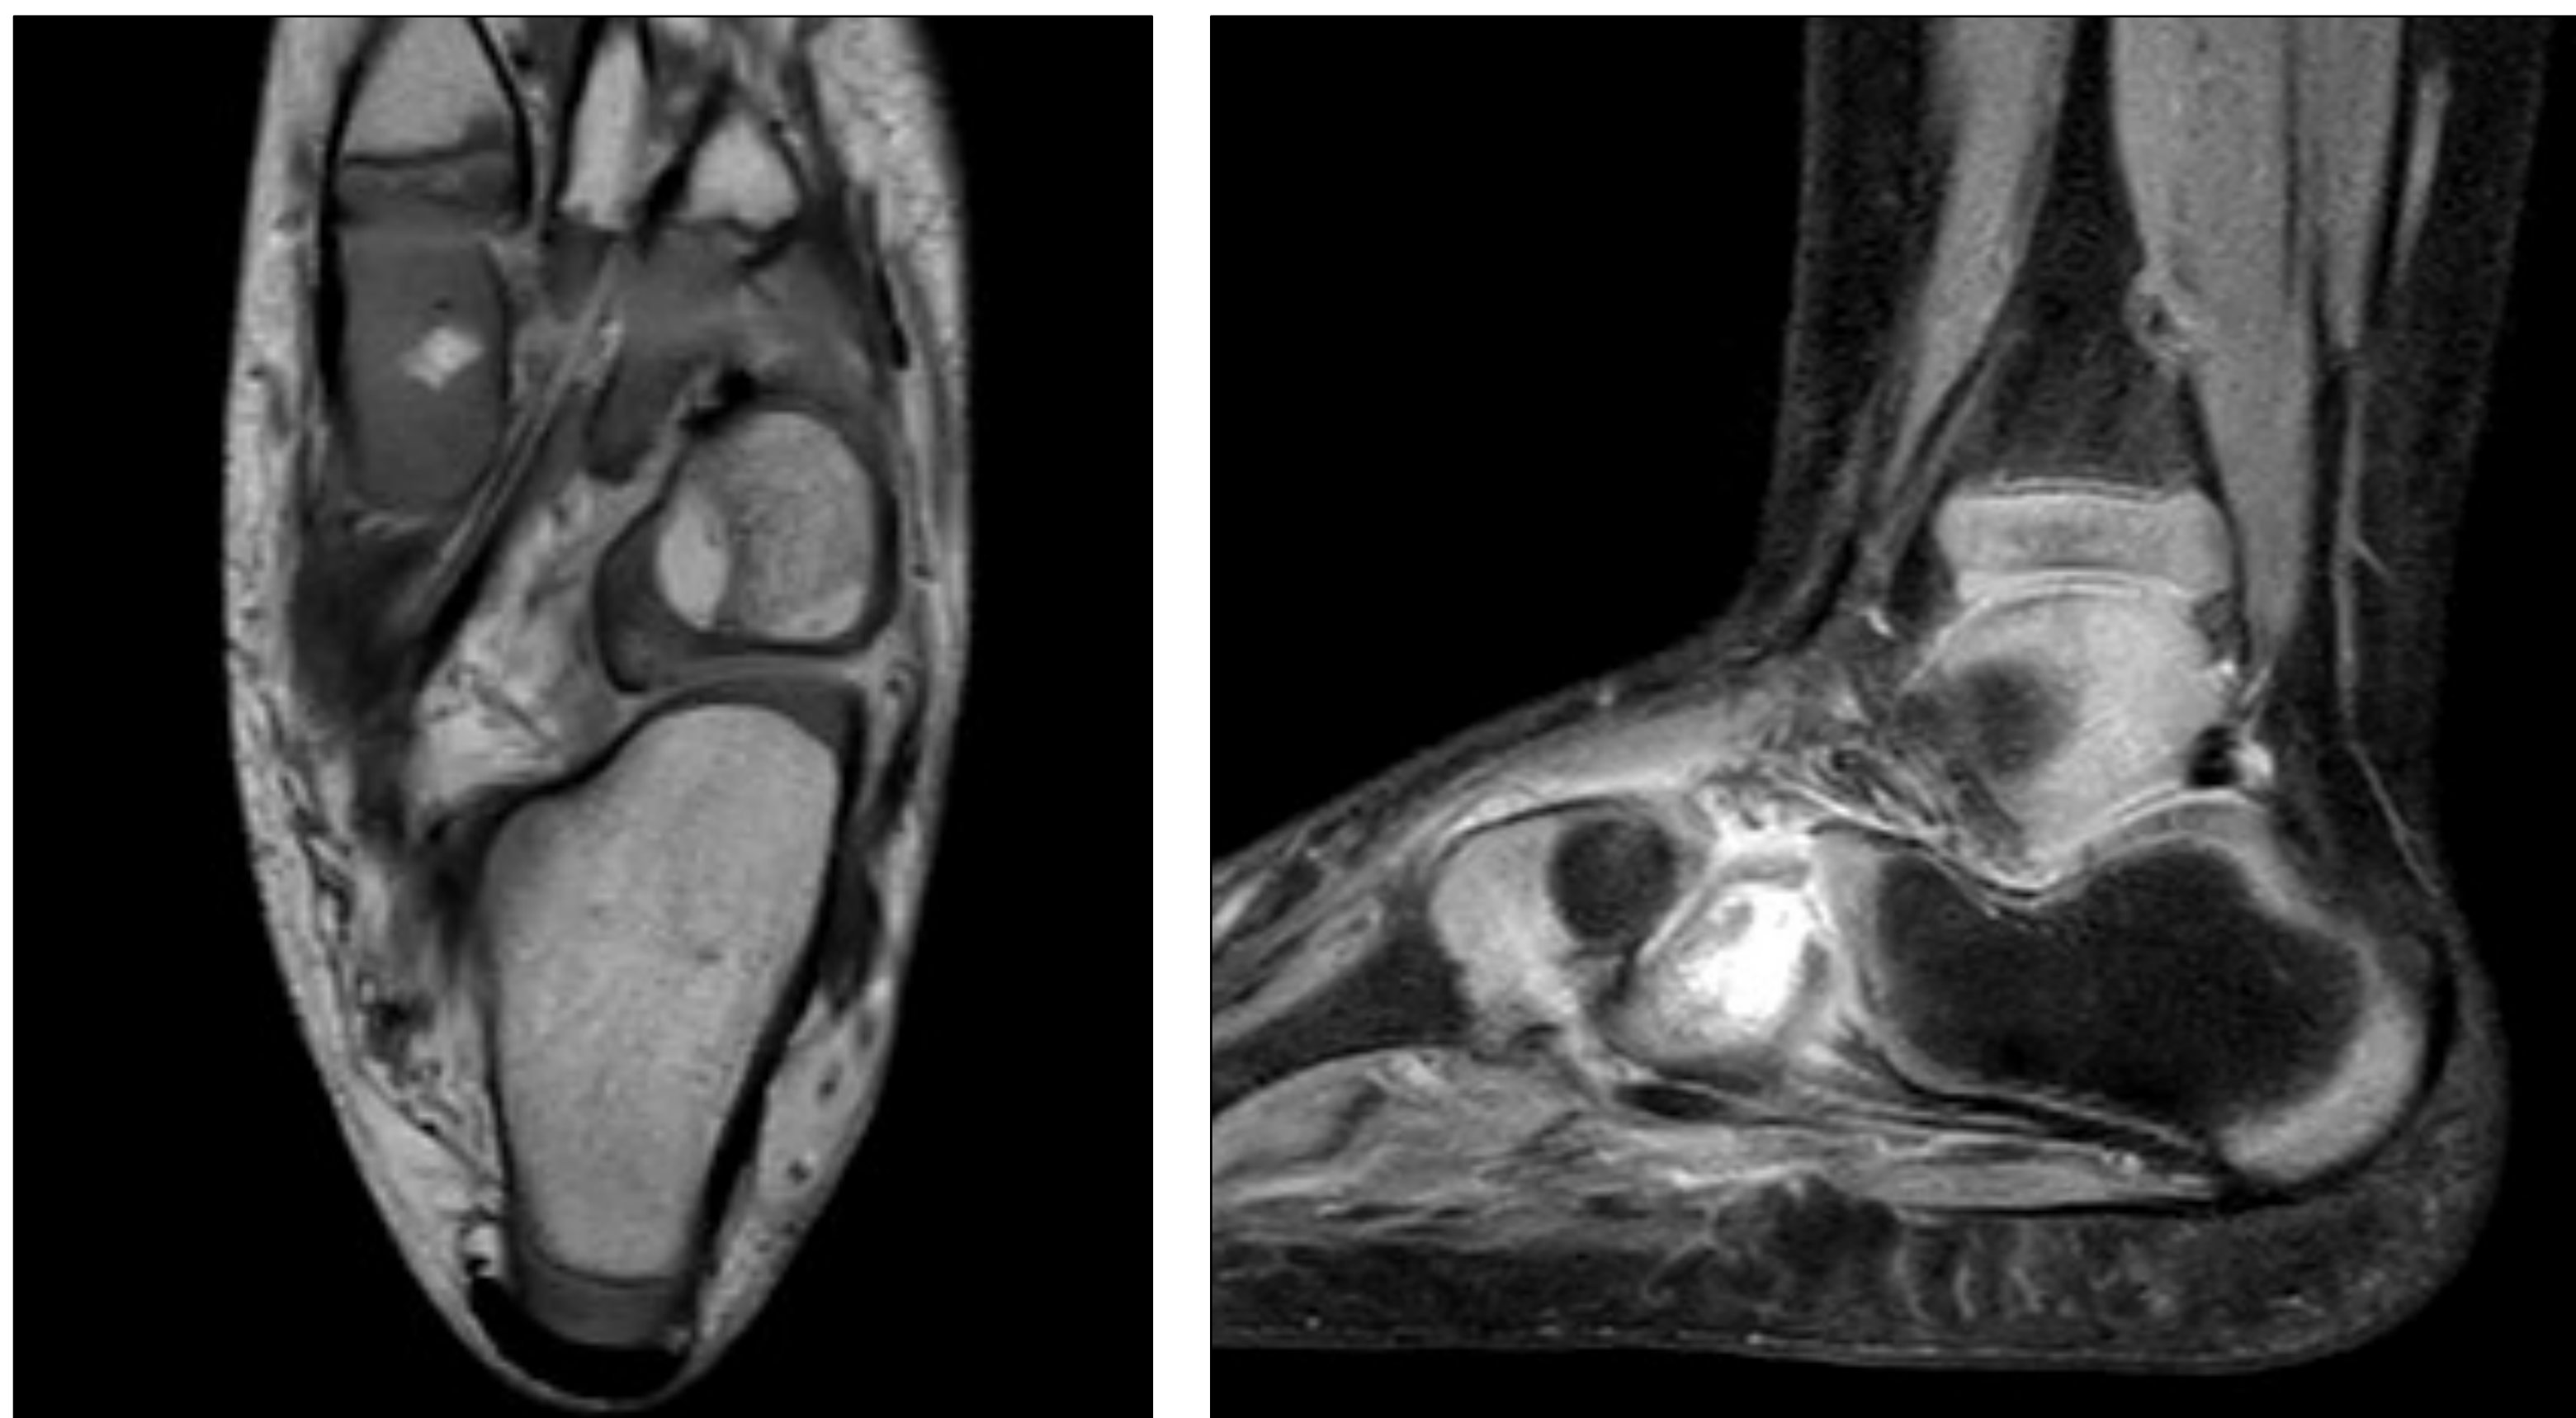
Cortes de RMN mostrando el absceso intraóseo en el cuboides.
